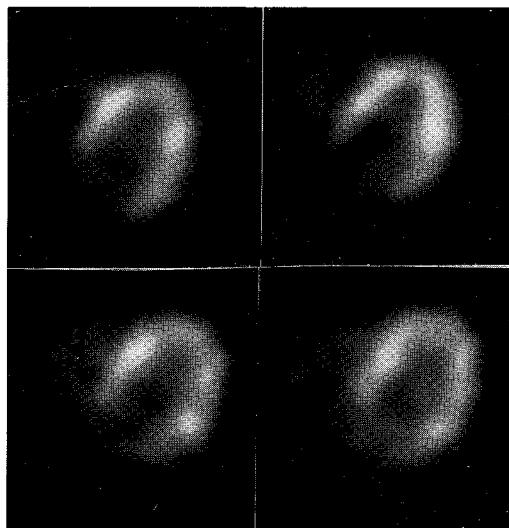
Positron emission tomography of heart.
